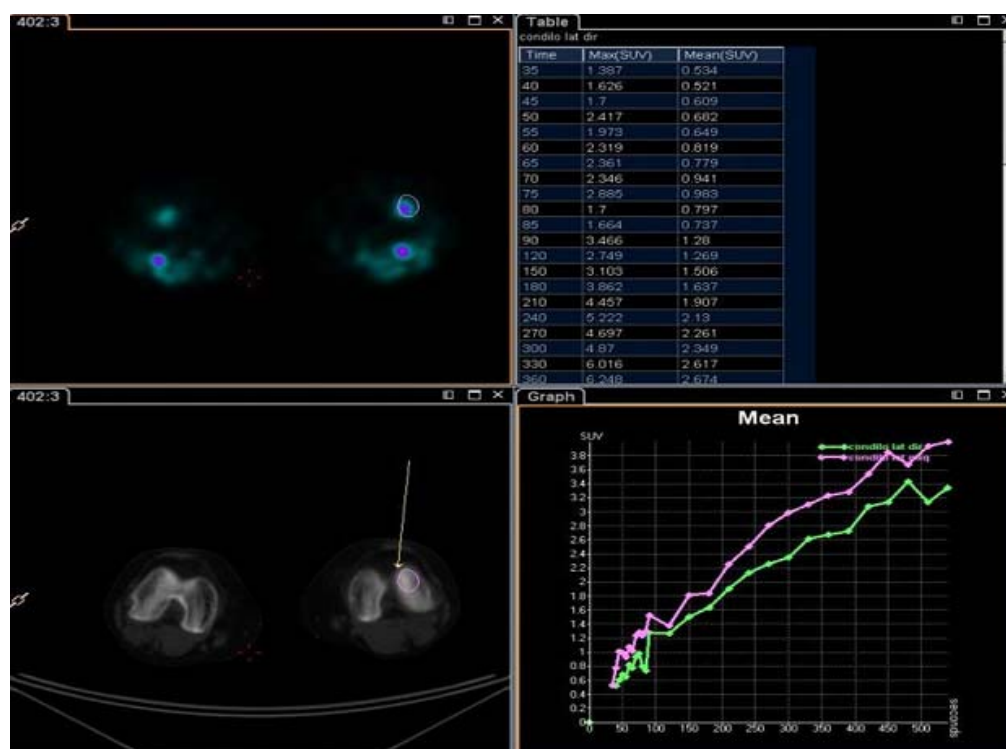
PET/CT com NaF- ^{18}F - Análise gráfica do estudo dinâmico entre cômulo direito e cômulo esquerdo.
